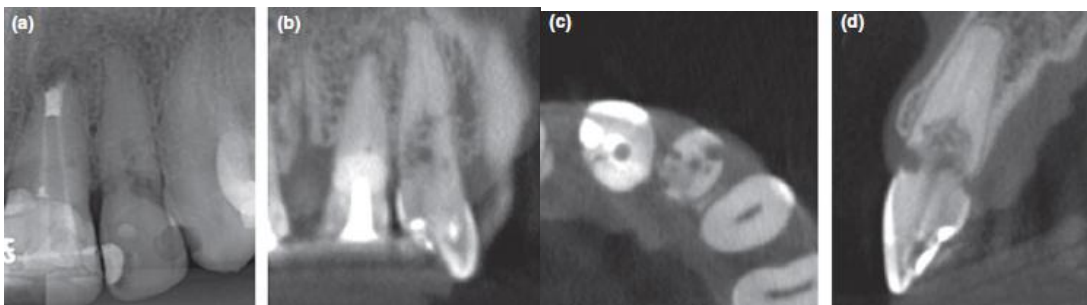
Reabsorción radicular externa. (a) Radiografía periapical del incisivo lateral izquierdo superior (sin tratamiento endodóncico). (b, c, d) CBCT reconstruido (corte coronal, axial y sagital) <sup>28</sup>.
